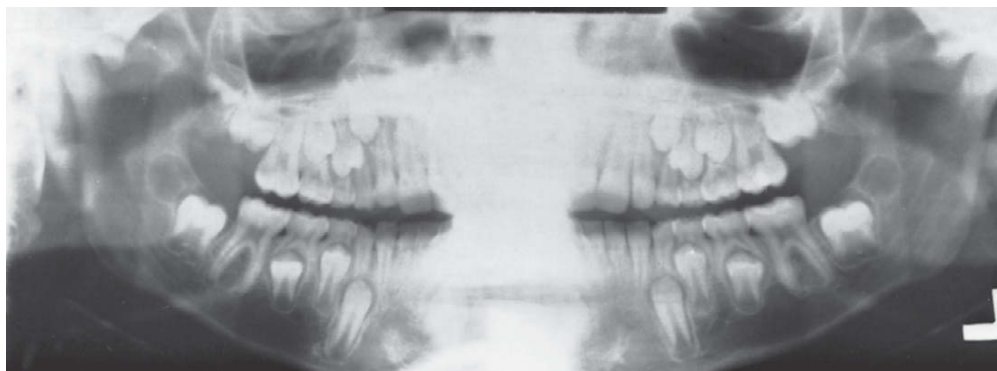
Radiografia panorâmica da erupção normal de um menino de 10 anos de idade. Note que os dentes permanentes erupcionam à medida que ocorre a reabsorção dos dentes decíduos e do osso suprajacente. A reabsorção precisa ocorrer para tornar a erupção possível.
